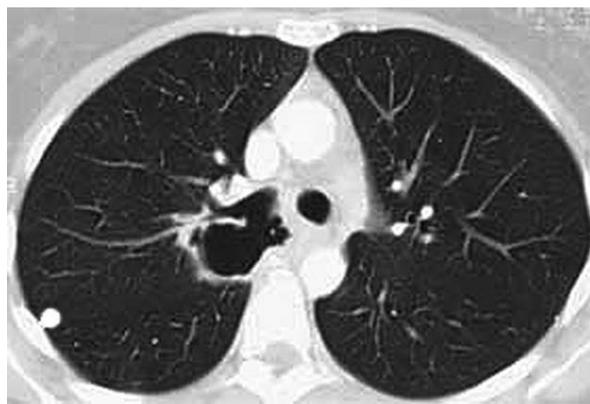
Tomografía Axial Computada. A- TAC de abdomen con contraste: masa renal derecha. B- TAC de tórax: nódulo pulmonar periférico.
